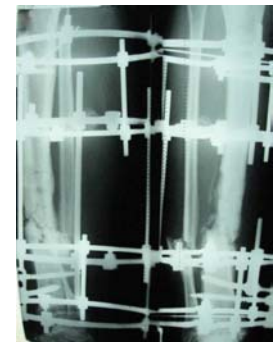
Контрольна рентгенограма через 5 місяців після оперативного втручання – зрощення перелому
